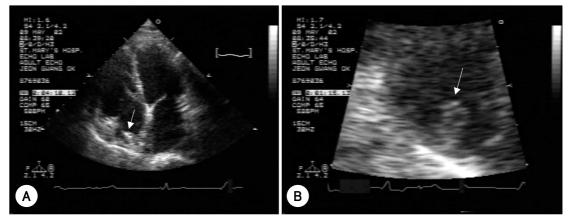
Transthoracic echocardiographic findings of 50-year old woman with DDD type permanent pacemaker for 11 years due to tachy-brady syndrome. Apical four chamber view (A), and magnified image of parasternal short axis view (B), show mobile thrombus in right atrium (arrows).
